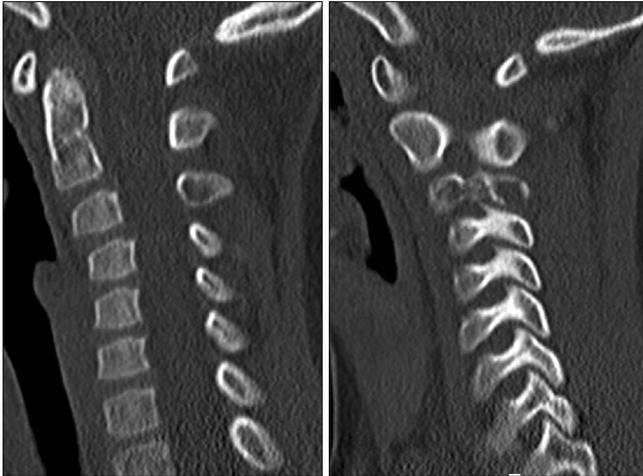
CT view showing osteolytic lesion in the 2, 3 cervical vertebra.
